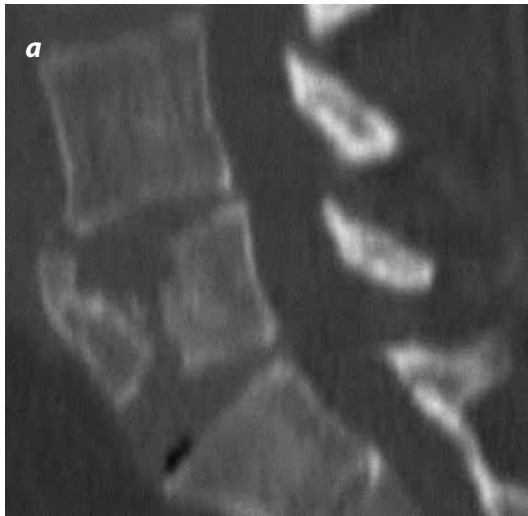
a y b). Fractura A.2.3. Imágenes en corte sagital y axial por TC de fractura en tenaza. c). Se observa control postestabilización interna de esta por vía transpedicular.
